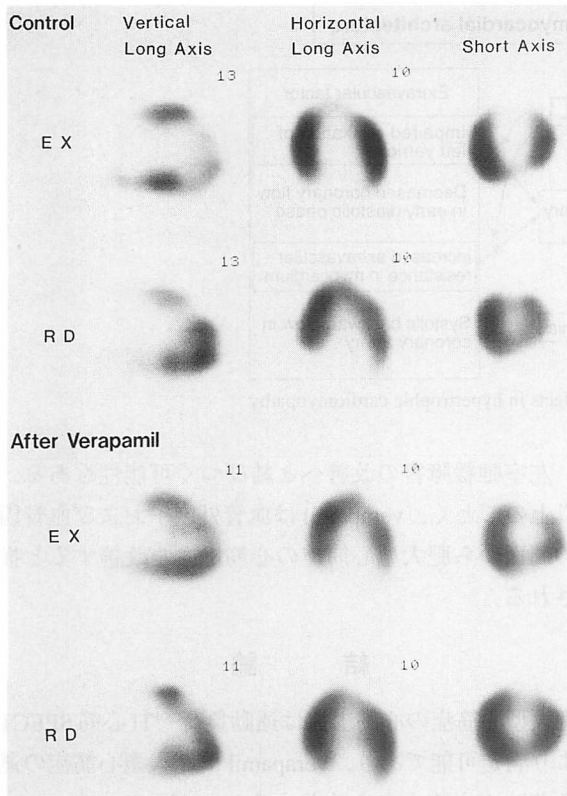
Long and short axial images of SPECT before (upper) and after verapamil (lower) in a 61-year-old man with hypertrophic cardiomyopathy
